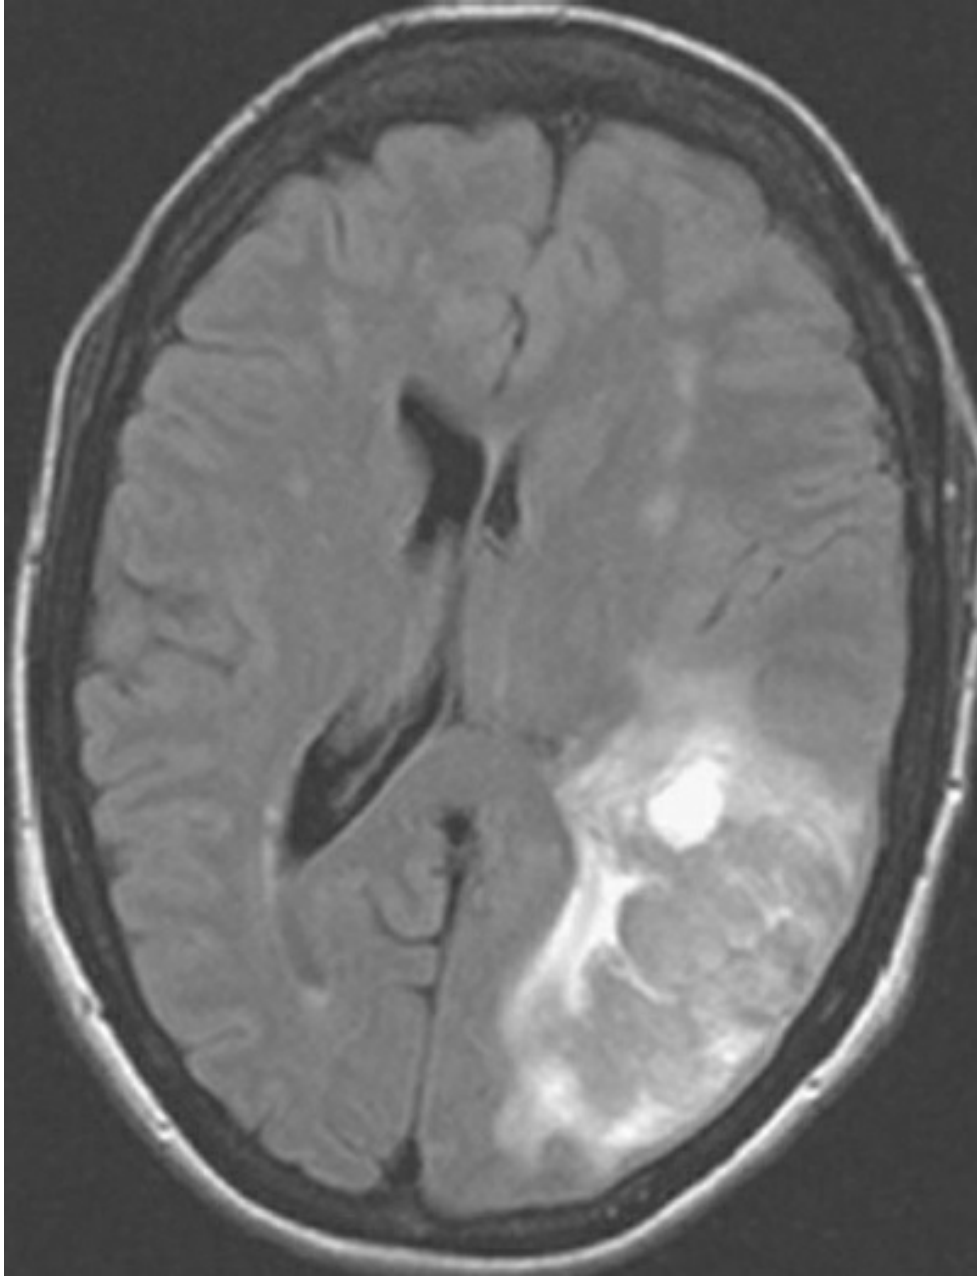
RMN FLAIR axial.
